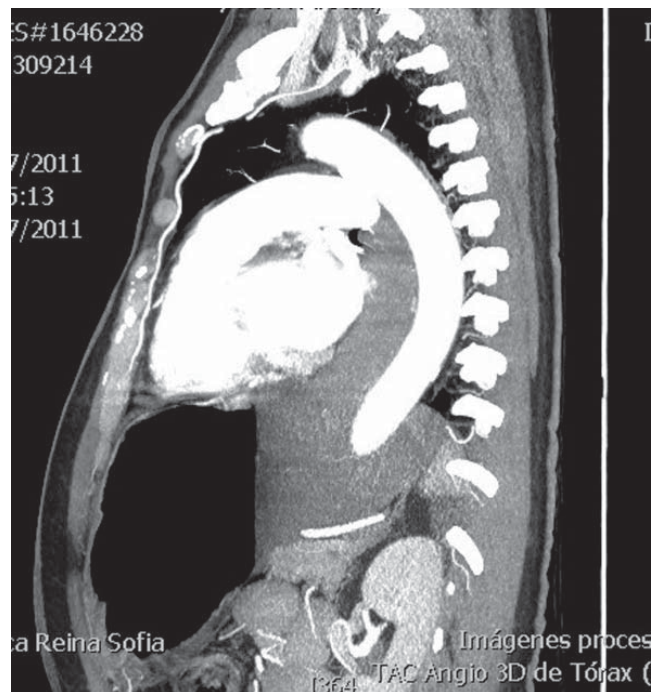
TAC de tórax: corte sagital. Gran hematoma que desvía posteriormente la aorta torácica.
